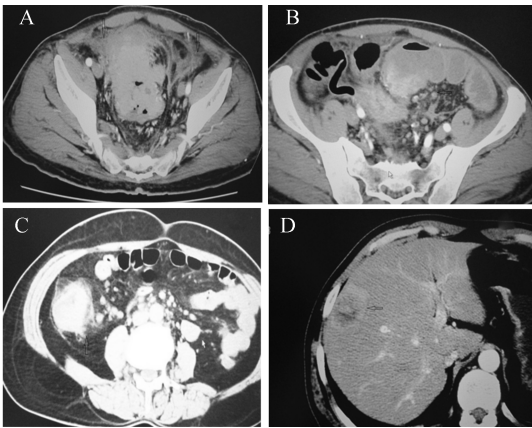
典型患者 CT 照片 A:直肠-乙状结肠交界处肿块突破浆膜面;B:肠系膜多发性淋巴结肿大;C:肠腔狭窄,肿块侵犯浆膜层周边条带状密度增高影;D:肝脏转移灶
